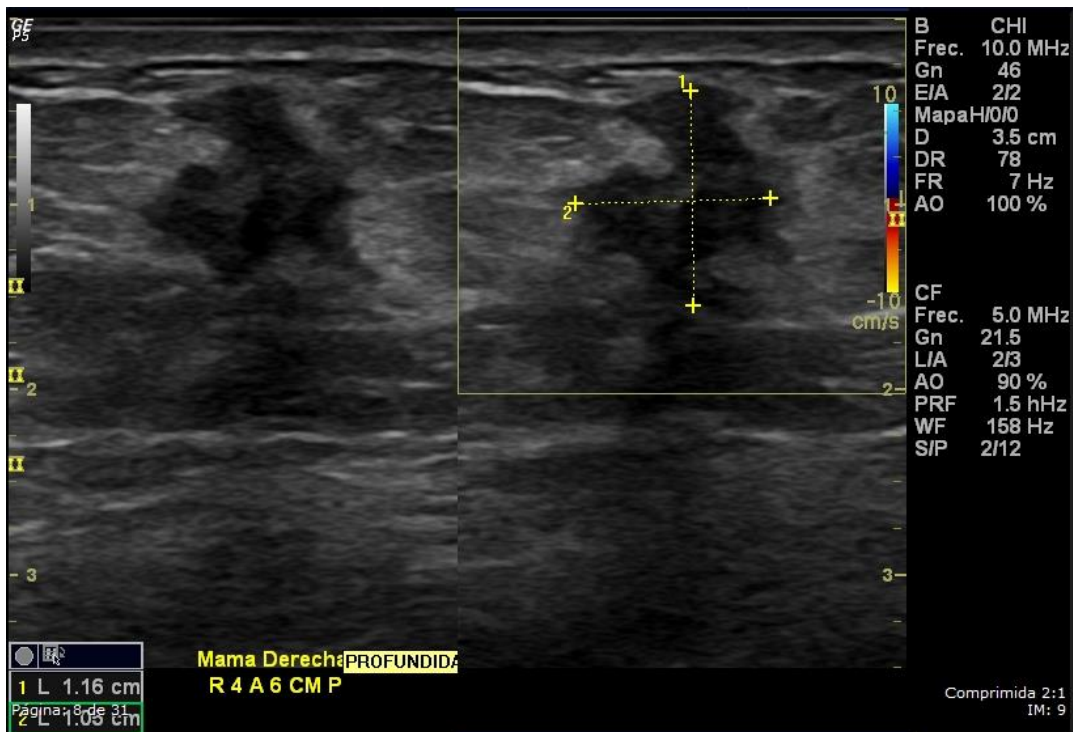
Carcinoma ductal invasivo grado 2 en una mujer de 54 años. Ultrasonido mamario que muestra una masa de forma irregular, orientación no paralela, margen angular, hipoecoica y ligera sombra posterior. Ésta masa fue categorizada como BI-RADS 4C.
